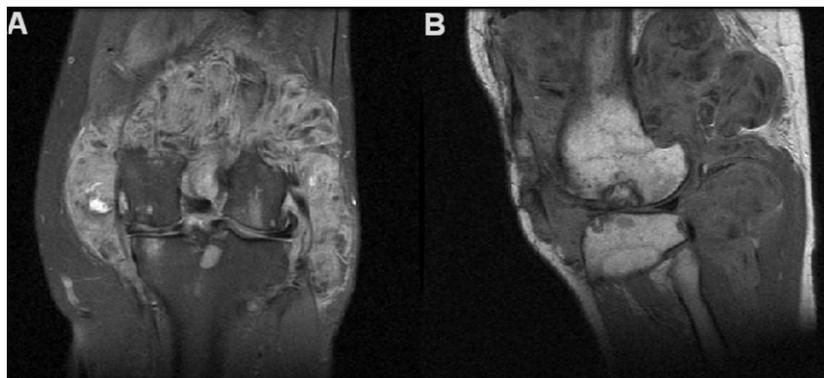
Resonancia magnética de rodilla. A: Corte coronal en el cual se demuestra foco difuso de sinovitis villonodular pigmentada (SVNP). B: Corte sagital en el cual también se demuestra foco difuso de SVNP.
